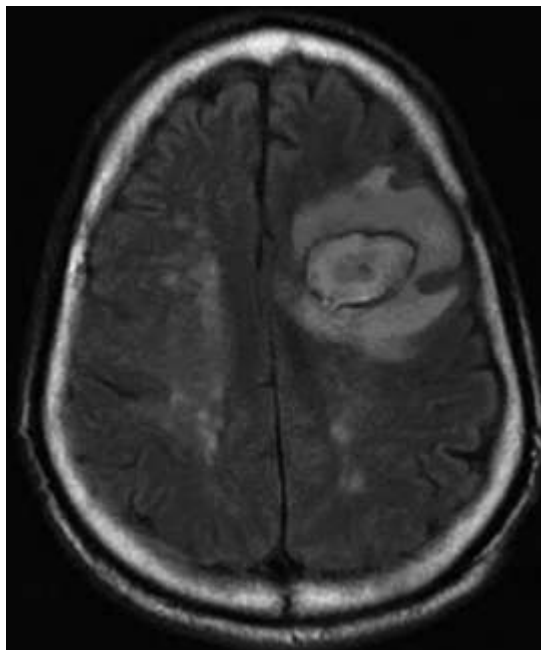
IRM en séquence FLAIR du même abcès cérébral, montrant un centre nécrotique hyper intense avec une capsule hypo intense entourée d'une zone d'œdème hyper intense[14]
